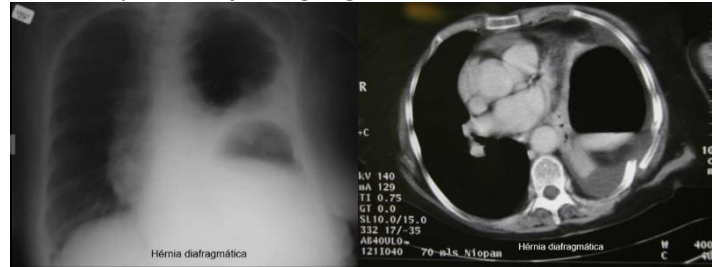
Hérnia diafragmática ao RX e à TC de tórax
